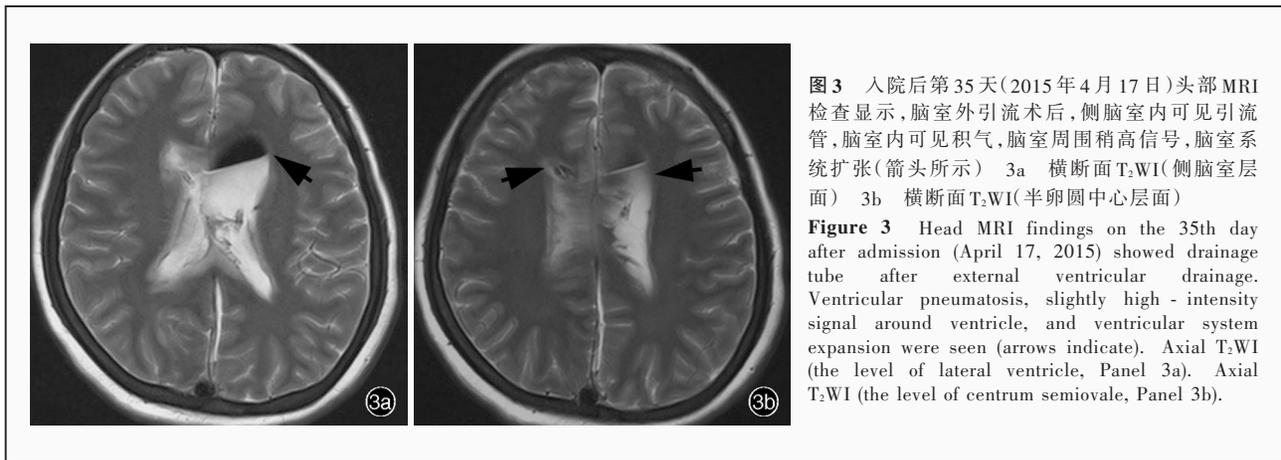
入院后第35天(2015年4月17日)头部MRI检查显示,脑室外引流术后,侧脑室内可见引流管,脑室内可见积气,脑室周围稍高信号,脑室系统扩张(箭头所示) 3a 横断面T₂WI(侧脑室层面) 3b 横断面T₂WI(半卵圆中心层面)
